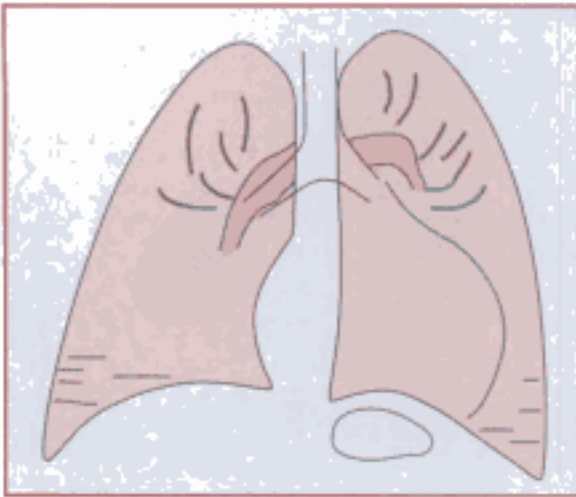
Cette radiographie est réalisée en urgence. Elle montre :
